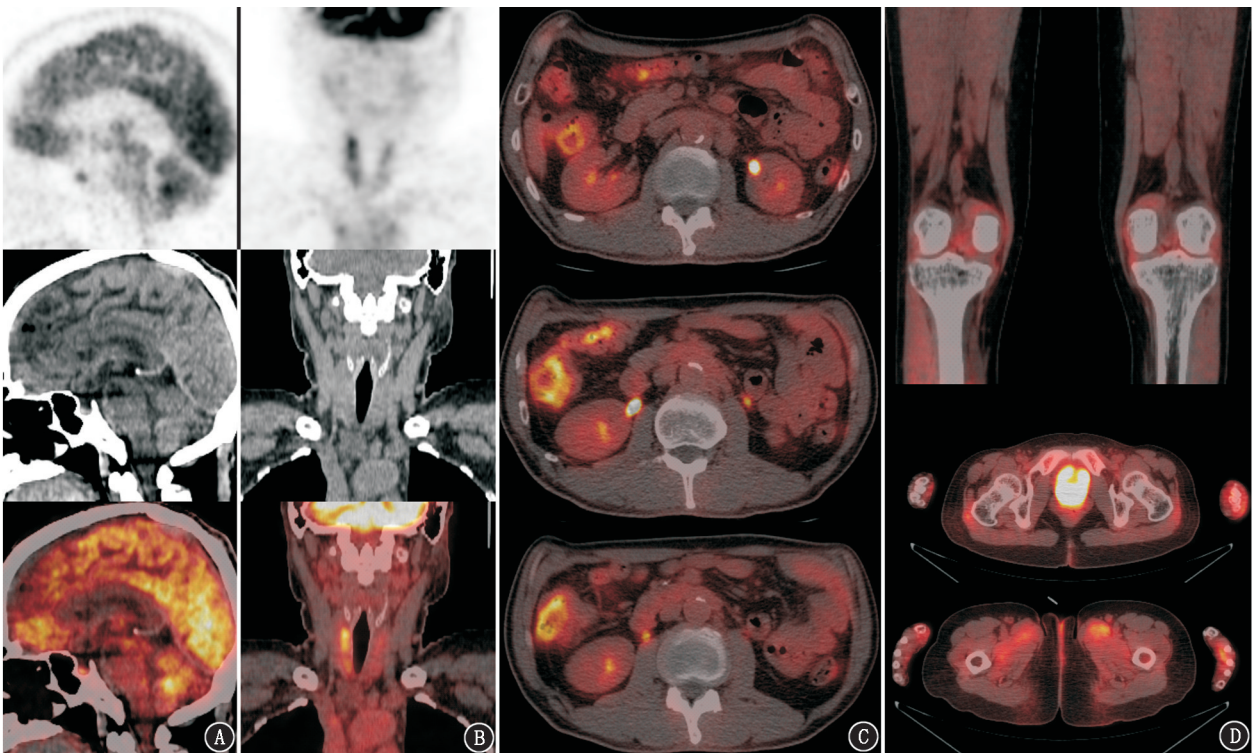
免疫检查点抑制剂(ICIs)治疗后免疫相关性垂体炎(A;男,52 岁,恶性孤立性纤维瘤伴肺转移)、甲状腺炎(B;女,45 岁,小细胞肺癌)、结肠炎(C;男,54 岁,肝细胞癌)及关节炎(D;女,30 岁,食管鳞癌)患者¹⁸F-FDG PET/CT 显像图
